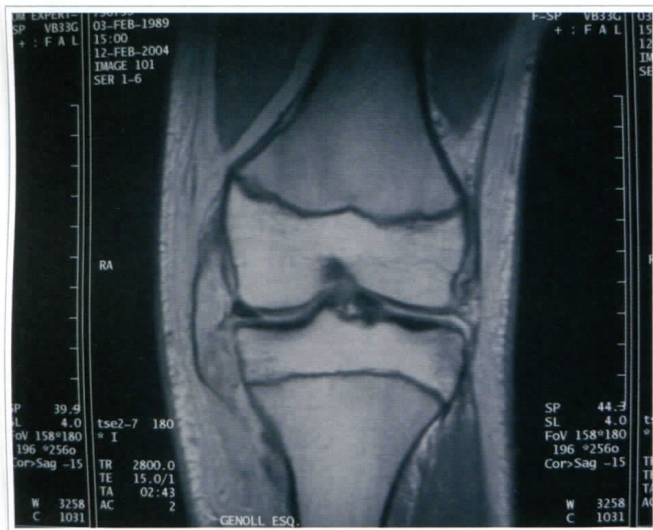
RM con lesión de ligamento lateral interno
